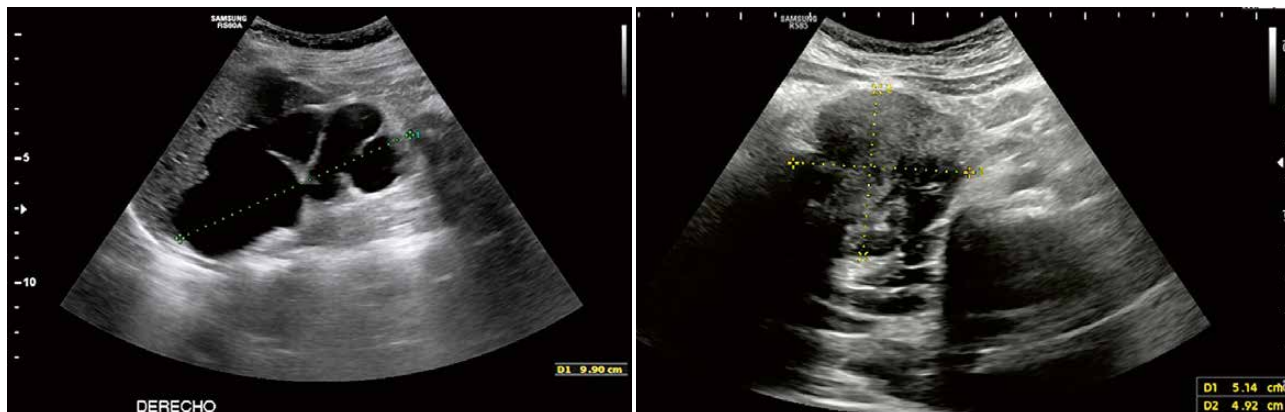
A. Ecografía abdominal: hidronefrosis grado IV. B. Ecografía abdominal: masa heterogénea de 7 x 6,5 cm.
